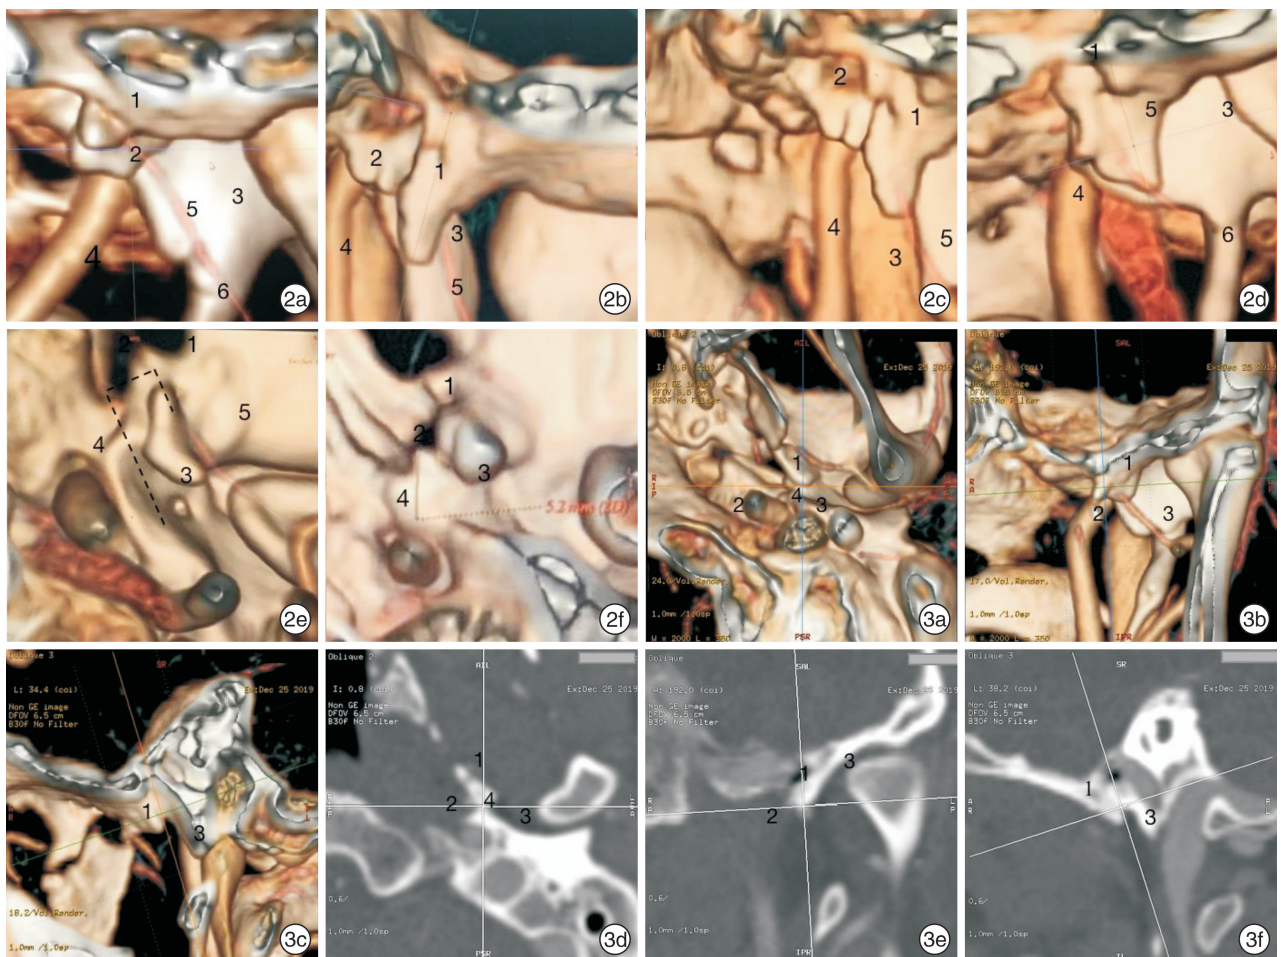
不同视角下观察所见 1:蝶棘;2:TC;3:VPTB;4:咽旁段颈内动脉;5:脑膜中动脉;6:茎突; 2a~2d:以冠状位视角观察咽旁段颈内动脉区域;2e、2f:以水平位视角观察蝶棘、TC、VPTB; 图 3 不同观察方向的不同视角 1:蝶棘; 2:咽旁段颈内动脉;3:VPTB;4:TC; 3a:水平位;3b:冠状位;3c:矢状位;3d:水平位;3e:冠状位;3f:矢状位。
